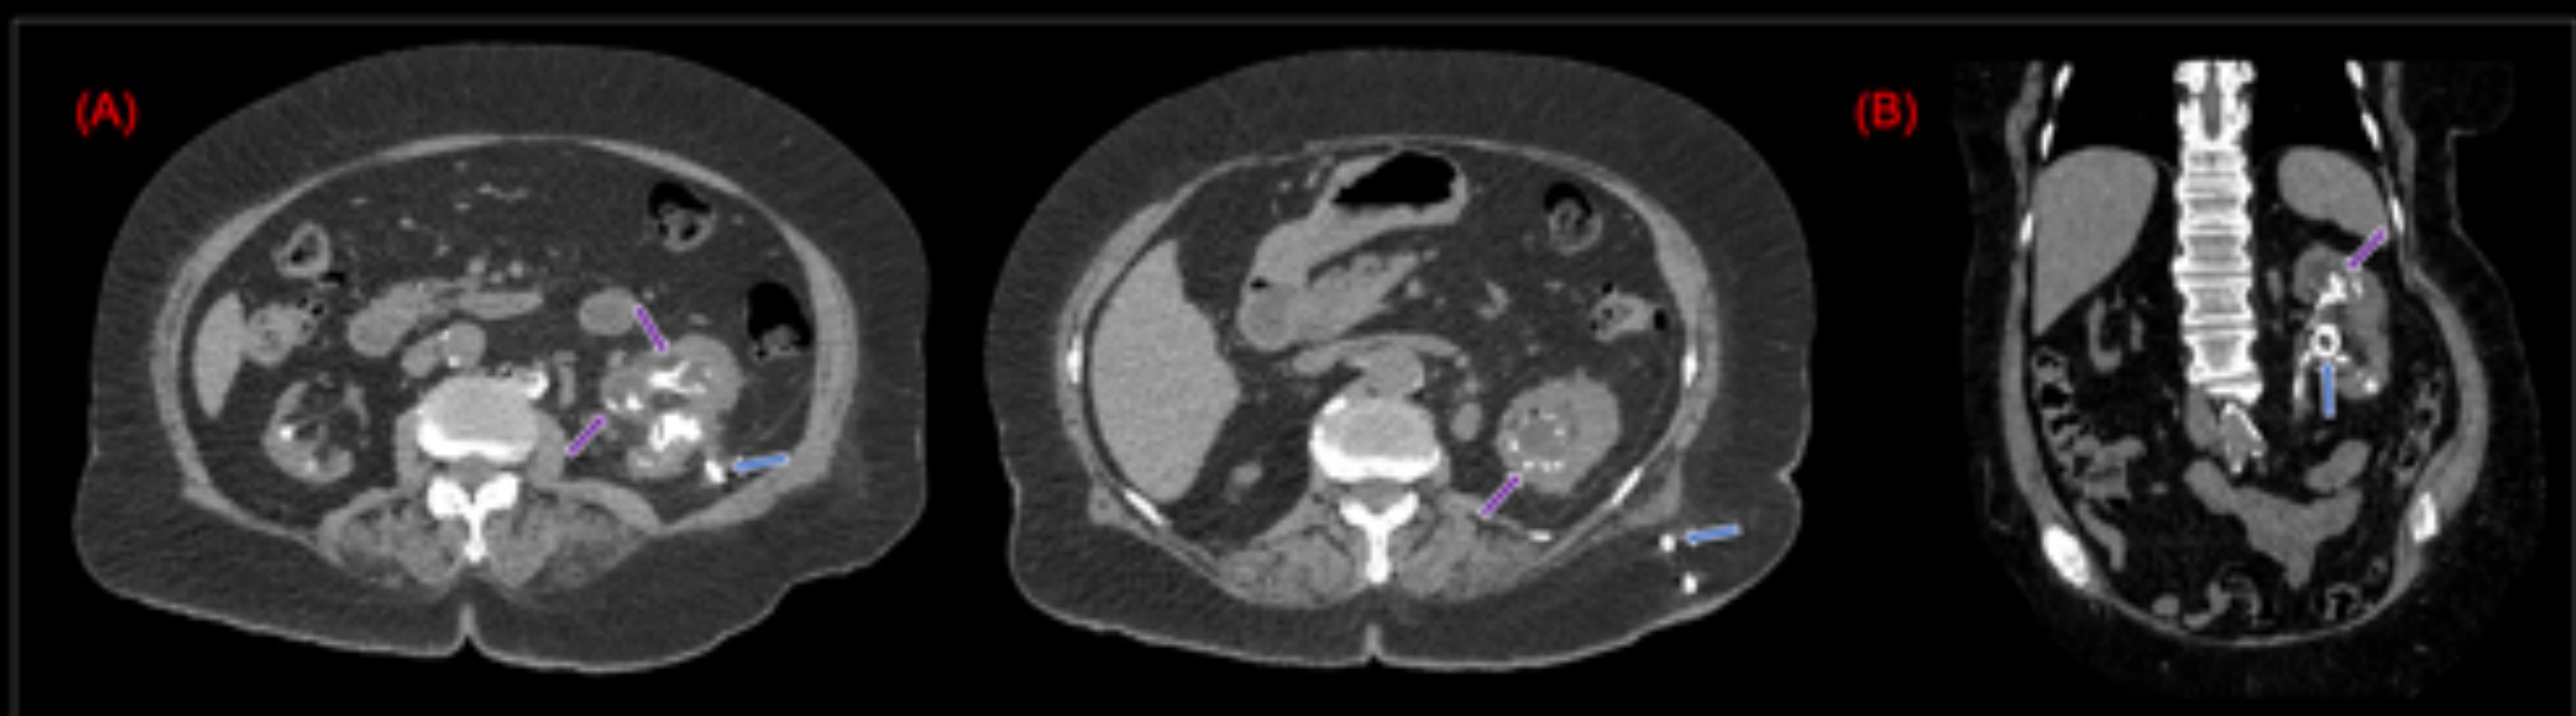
Pielitis incrustante. Varón de 68 años con nefrostomía izquierda y fiebre. Imágenes: TC de abdomen y pelvis sin contraste, (A) cortes axiales y (B) corte coronal. Catéter de nefrostomía (→) y calcificaciones en el urotelio de los cálices renales y de las pelvis renales (→). *Corynebacterium urealyticum* creció más tarde en cultivos de orina.
